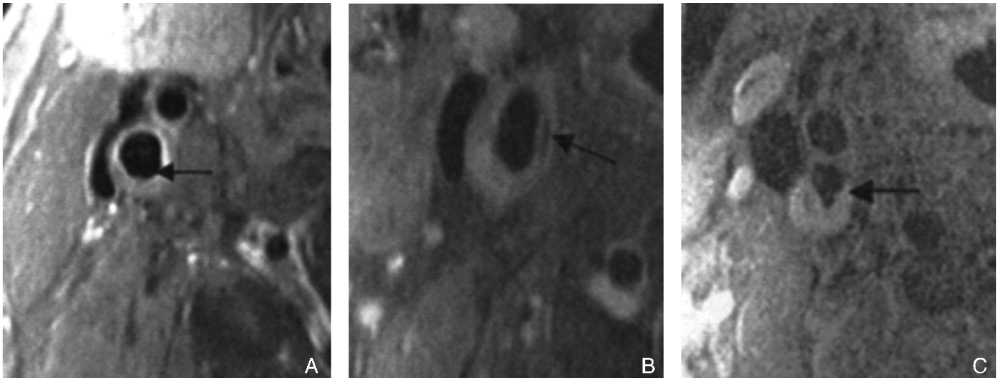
颈动脉高分辨率 MRI 检查显示斑块纤维帽 A 为 CE-T1WI,颈内动脉腔内可见线样强化改变,为厚纤维帽的表现;B 为 CE-T1WI,颈内动脉腔内可见线样强化的缺失,为薄纤维帽的表现;C 为 PDWI,颈内动脉腔内斑块表面龛影形成,为纤维帽破溃的表现。
